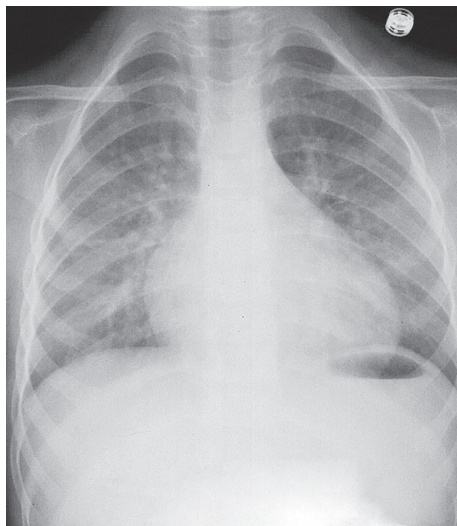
Рентгенограмма органов грудной клетки ребенка в возрасте 2 лет с большим дефектом межпредсердной перегородки
